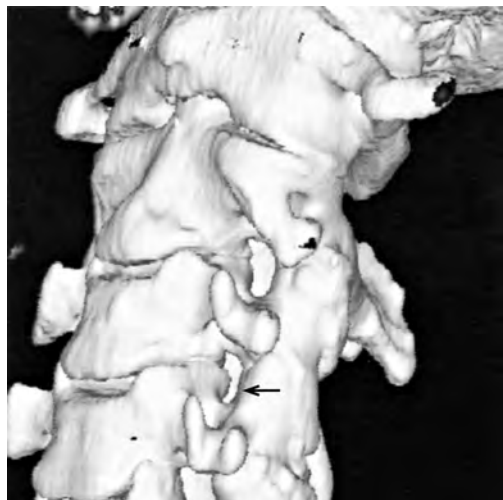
Стеноз левого межпозвонкового отверстия C3/C4 (стрелка). КТ с 3D-реконструкцией.
